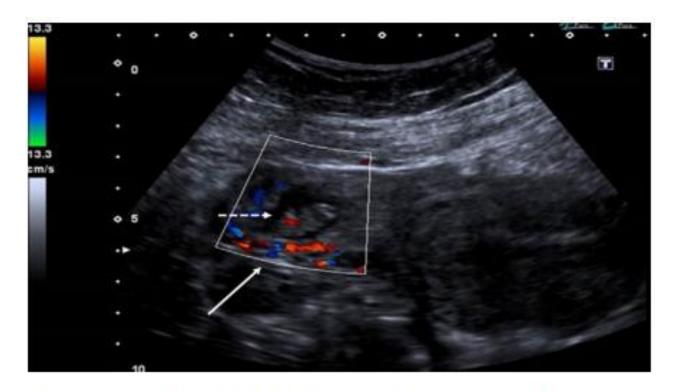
Anillo tubario que presenta una corona hipervascular (flecha continua) demostrada mediante evaluación Doppler color. El embrión tiene actividad cardíaca positiva (flecha discontinua).
